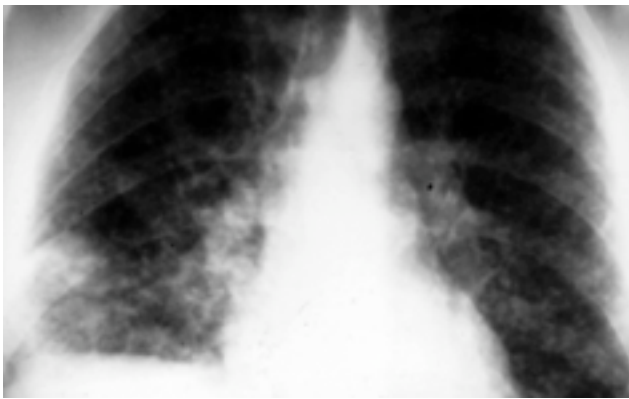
Radiographie thoracique de face : exemple de pneumopathie infiltrative diffuse au cours d'une histoplasmose.
